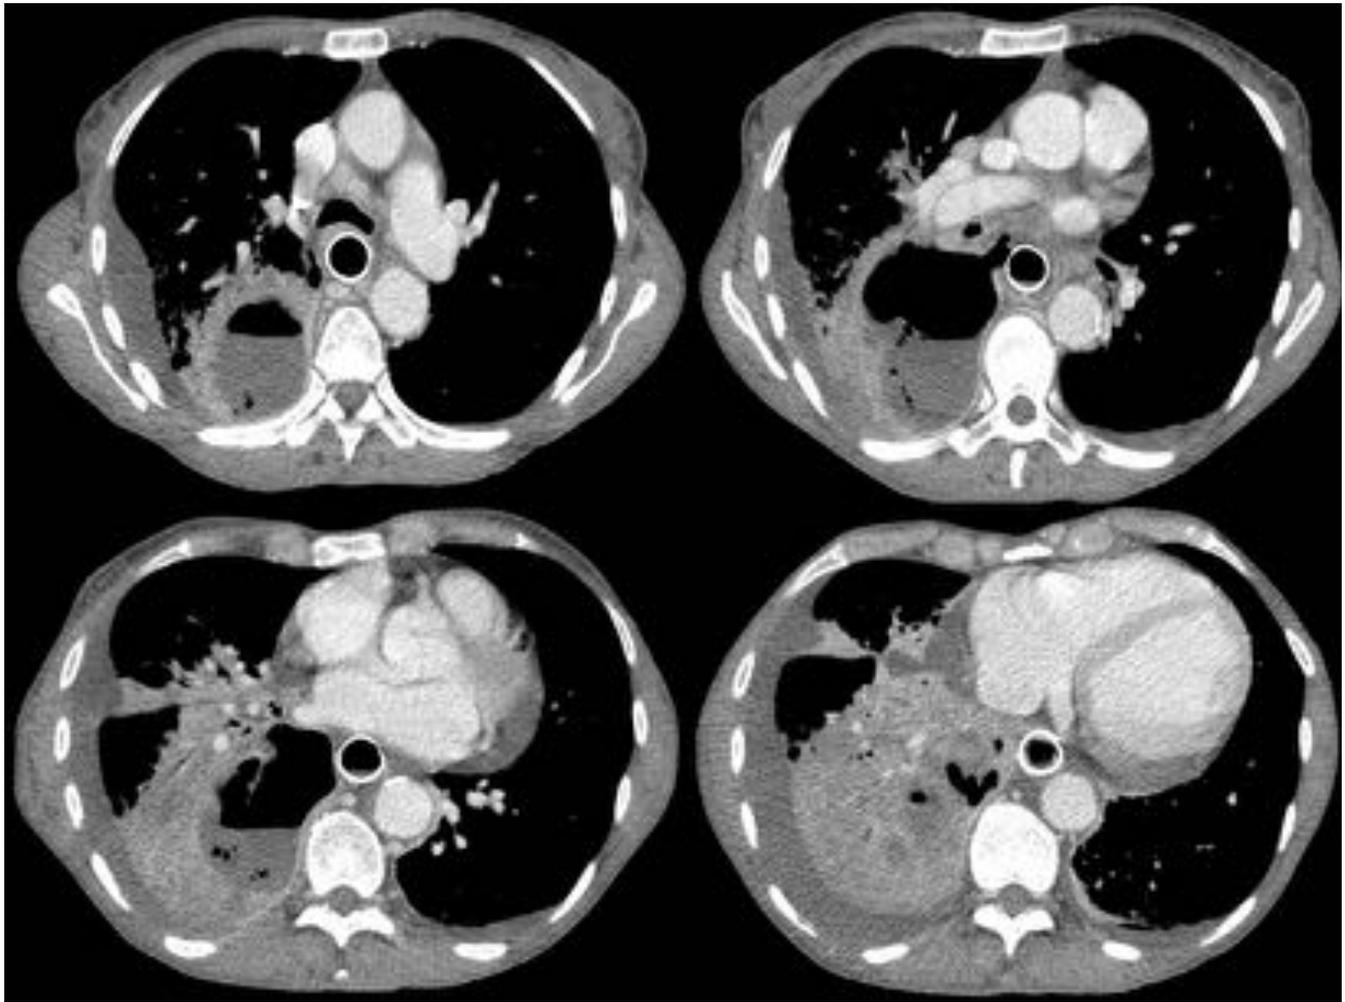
Paciente con stent paliativo no cubierto colocado hace dos días por neoformación de esófago. Imágenes axiales de TAC con contraste donde se observa un gran absceso pulmonar con abundante aire en su interior, rodeado de una condensación pulmonar.
